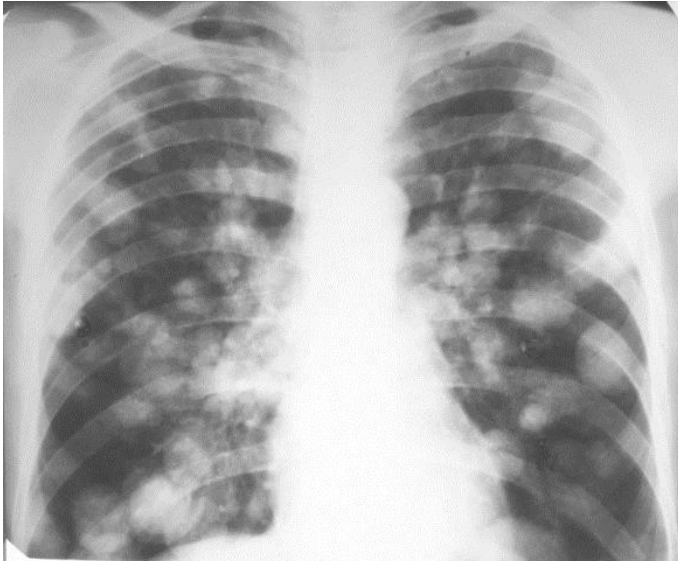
Обзорная рентгенограмма грудной клетки в прямой проекции. В обоих легочных полях множественные, различных размеров, круглые гомогенные тени с четкими контурами. Метастазы рака в легкие
